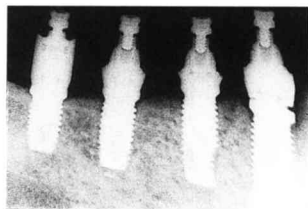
Case 1 : Dental radiography after 2nd stage surgery
